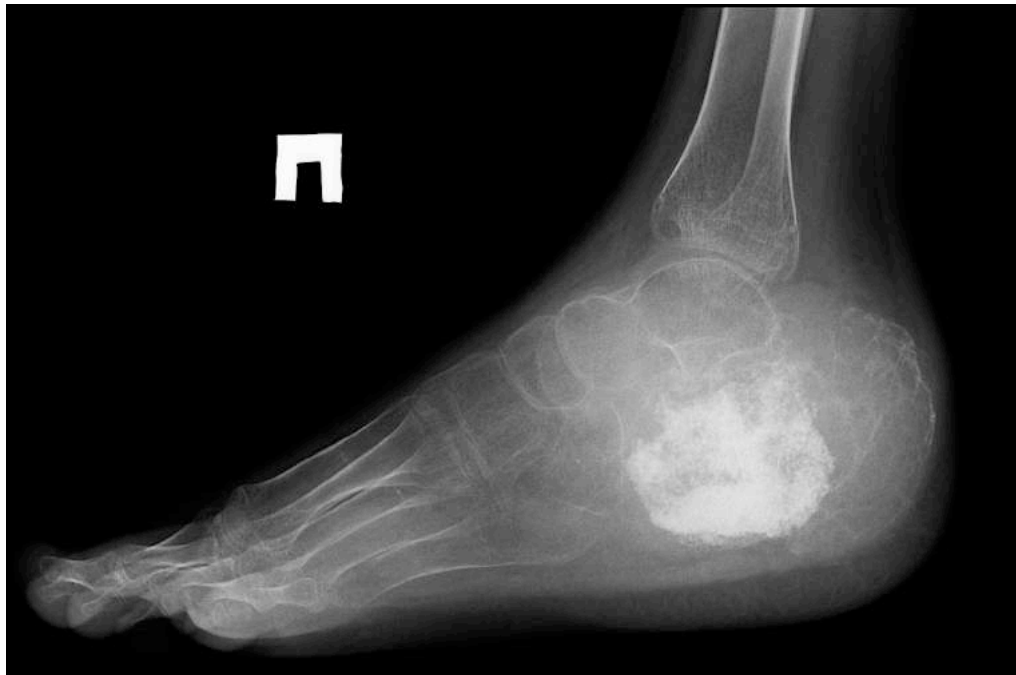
Рентгенограмма пациента с предполагаемым диагнозом «АКК». Опухоль пяточной кости (рецидив) после кюретажа. Образование литического характера, септированное.
